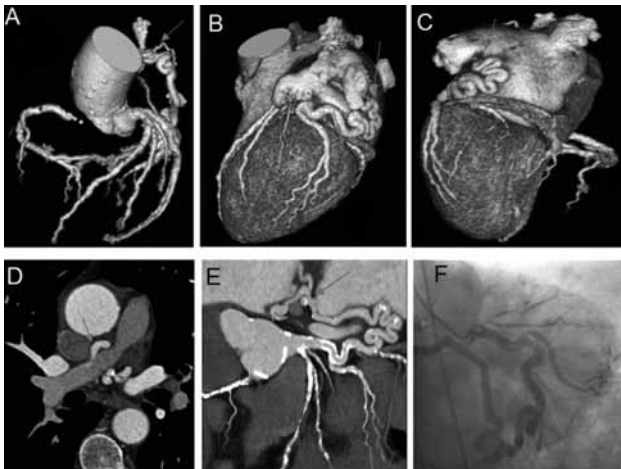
Panel A,B,C - 3D CT angiographic images showing anomalous coronary artery arising from left circumflex artery anastomosing to RPA. Panel D - axial CT image showing A-V fistula. Panel E - coronal CT image of tortuous coronary artery and fistula. Panel F - conventional angiographic image showing tortuous artery rising up behind left atrium to anastomose RPA.
